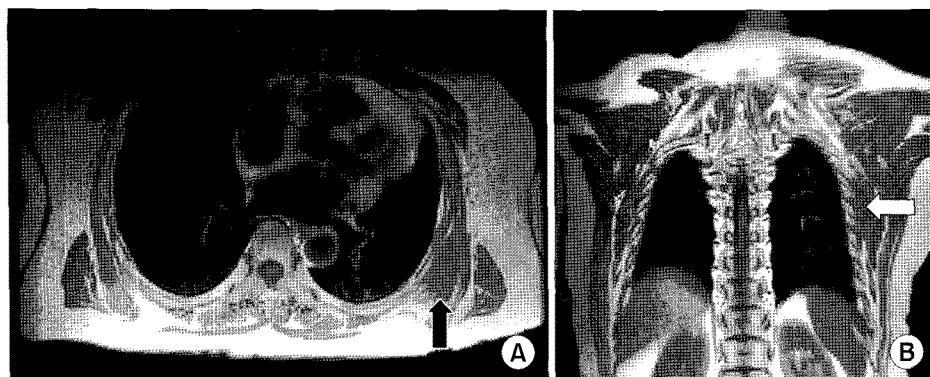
MRI, Coronal (A) and transverse (B) T1-weighted images show a mass (black arrow) on the posterolateral aspect of the chest wall whose signal intensity is fairly low, similar to that of muscle, with interspersed line of high signal consistent with fat at posterior aspect of the mass (white arrow).
